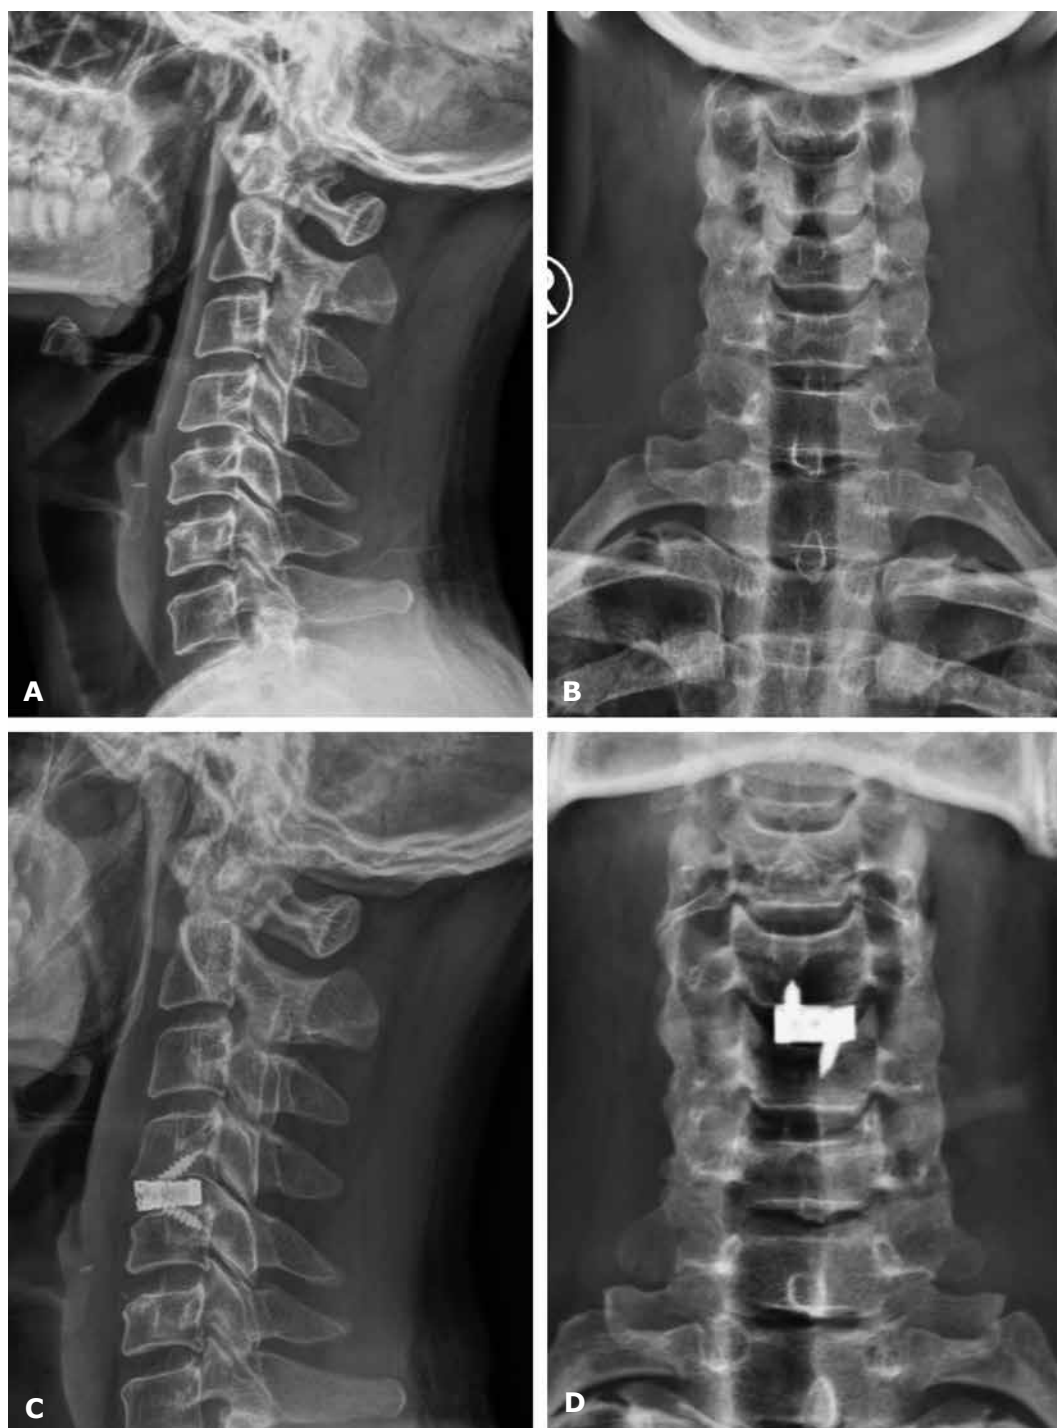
A - Preoperative radiographic imaging study of the cervical spine (sagittal view) showing disc-osteophyte complex causing narrowing of the central canal; B - Preoperative radiographic imaging study of the cervical spine (coronal view); C - Postoperative radiographic imaging study of the cervical spine (sagittal view) showing the cage with screw *in situ*; D - Postoperative radiographic imaging study of the cervical spine (coronal view) showing the cage with screw *in situ*
